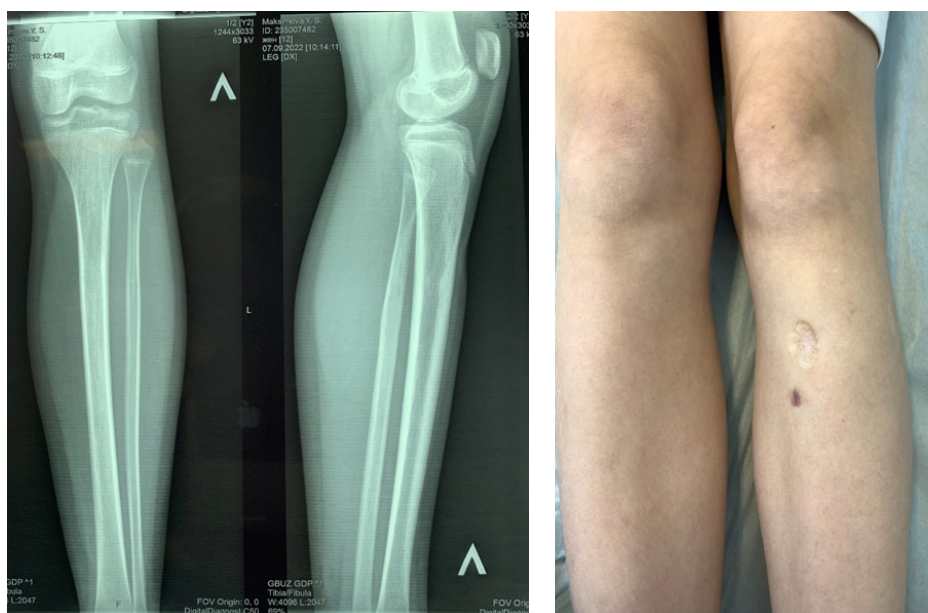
Рентгенограмма костей левой голени и внешний вид голени через 2 года после 1,5 мкм-лазерной термотерапии аневризмальной кисты проксимальной части левой малоберцовой кости. Виден атрофический рубец переднемедиальной поверхности левой голени (указано стрелкой)
